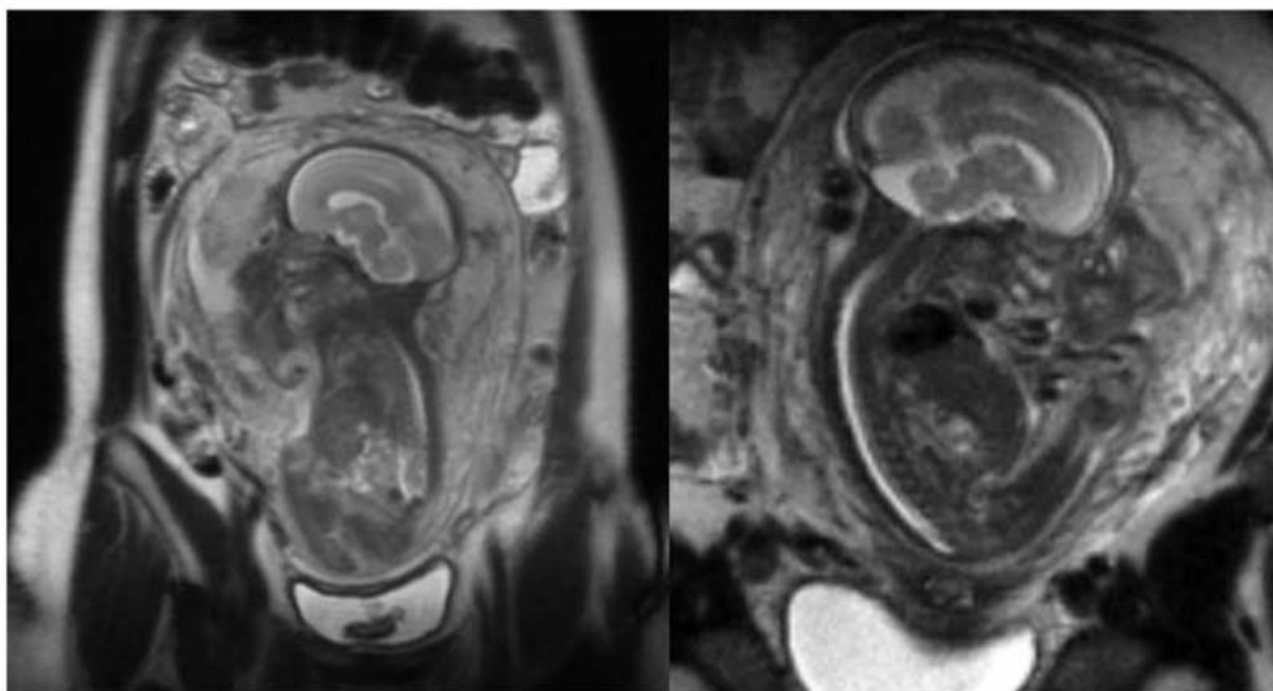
■ Ressonância Nuclear Magnética: Sagital T2 de feto de 25 semanas, portador de agenesia renal bilateral. Nota-se ausência completa de líquido amniótico. (Foto autorizada pelo Dr. Heron Werner.)
